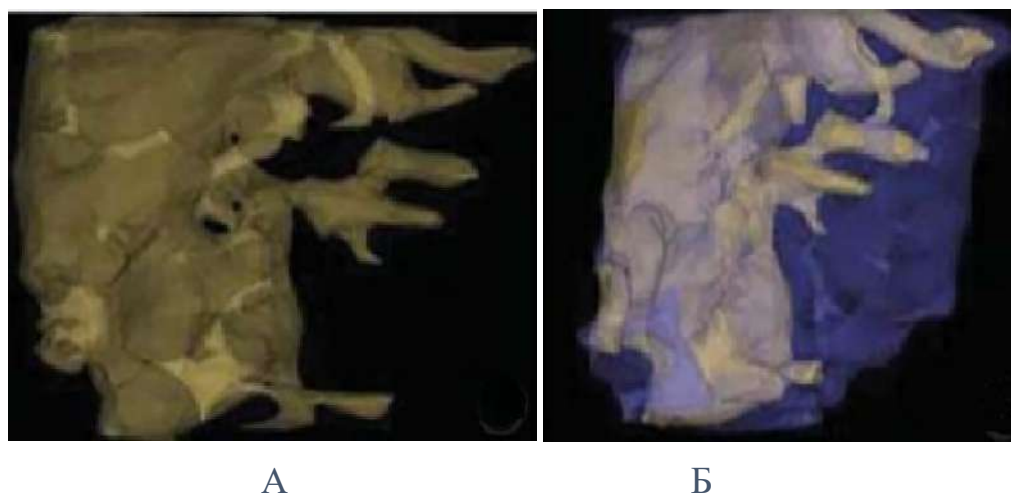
Графічне відображення пористої структури АВ ВЩ у пацієнтів контрольної групи за даним КПКТ (рентгенденситометричний аналіз у програмному забезпеченні SimPlantPro 11.04 (Materialize, Бельгія).
